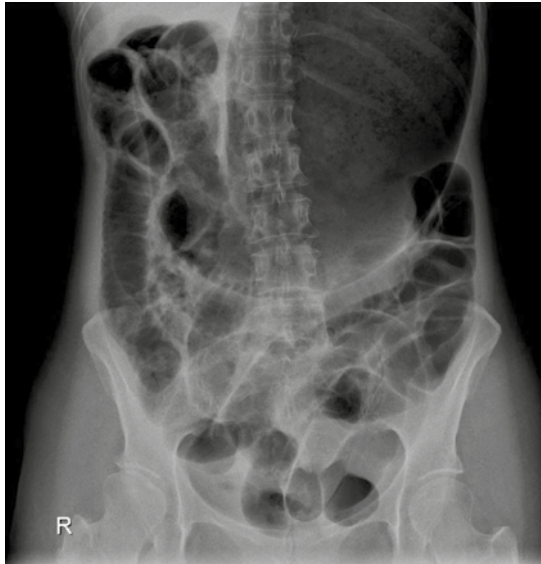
Radiografía de abdomen al ingreso que muestra dilatación gástrica masiva.
